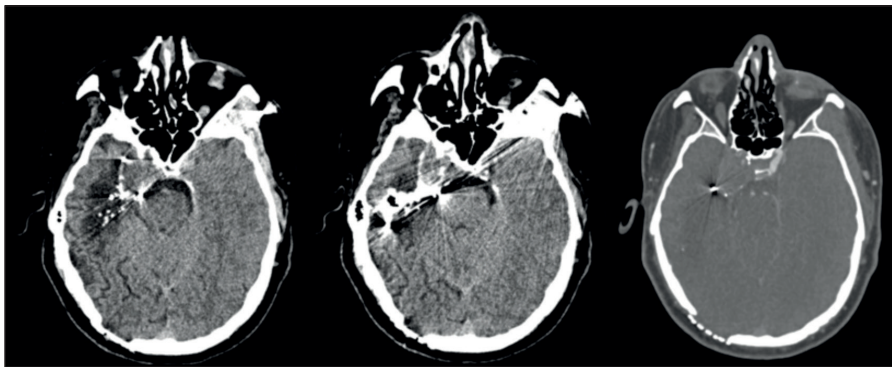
A) Ateşli silah yaralanması sonrası çekilen BT'de saçma parçalarının ilerleyişi, trase boyunca gelişen hematoma ve pnömosefali görülmektedir. B) Postoperatif dönemde çekilen kontrol BT'de hematomun boşaltıldığı görülmektedir.
